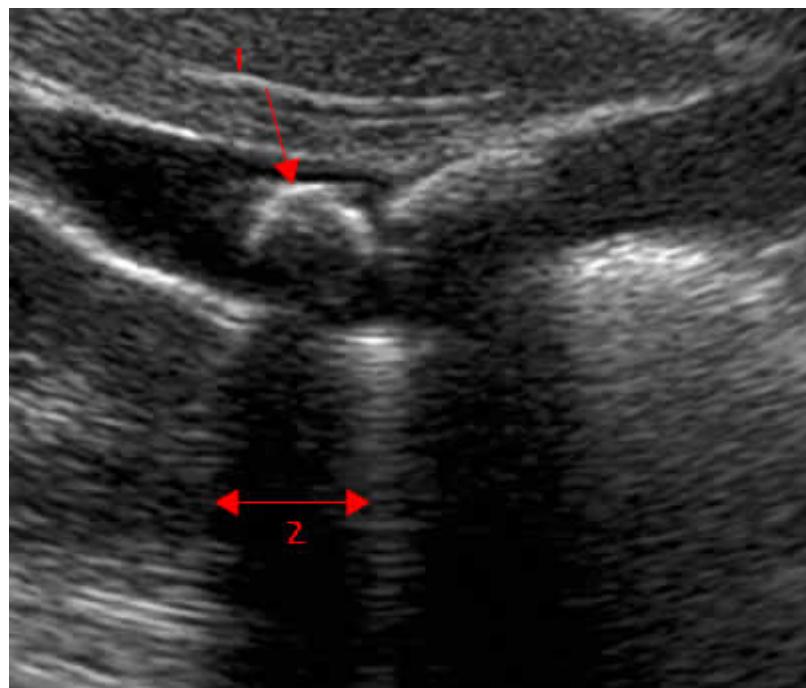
Aspect des calculs vésiculaires à l'échographie: l'arc hyperéchogène (1)
